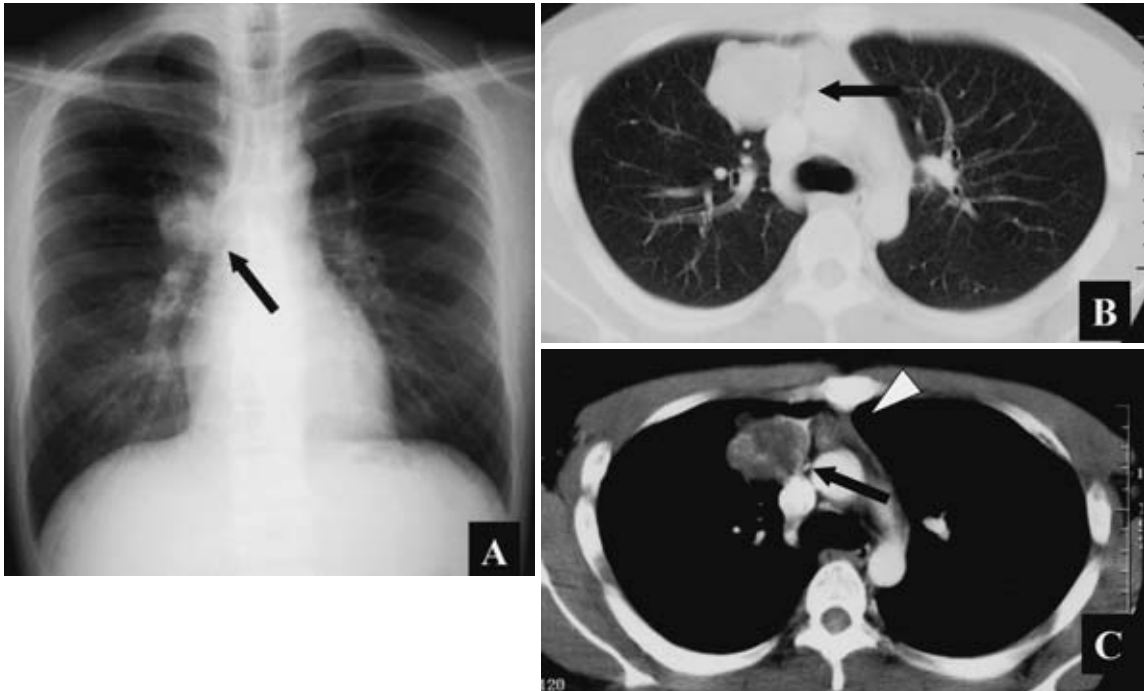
A. Chest radiography on admission showing a mass (arrow) adjacent to the right mediastinum. B&C. Chest computed tomography showing a well-defined, heterogeneously enhanced mass measuring 53 mm in the right S³. Extrapleural sign is negative (arrow). An irregular soft tissue density is also noted in the anterior mediastinum (arrow head).
